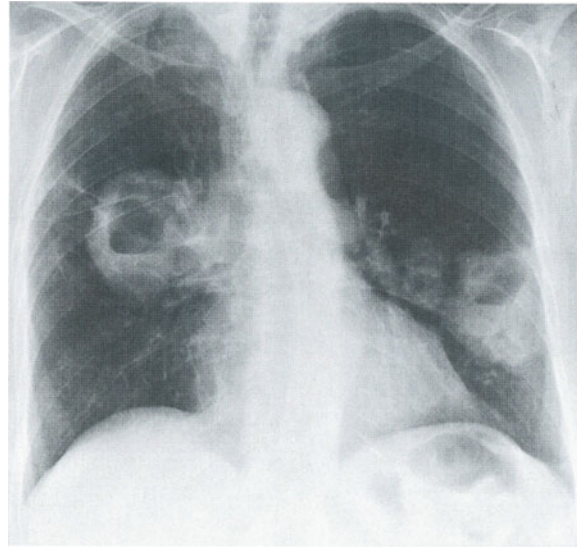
Nekrotisierende Wegener-Granulome beidseits im Thoraxröntgen
